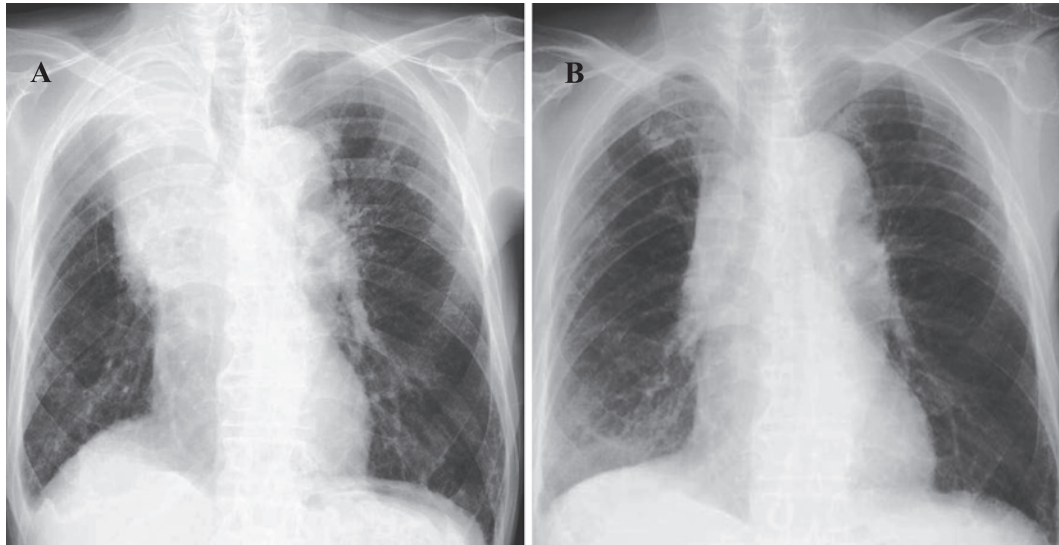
Chest radiograph on first admission (A) reveals a large mass-like shadow in the right upper lung field. Chest radiograph on readmission (B) shows marked decrease of the lesion.
